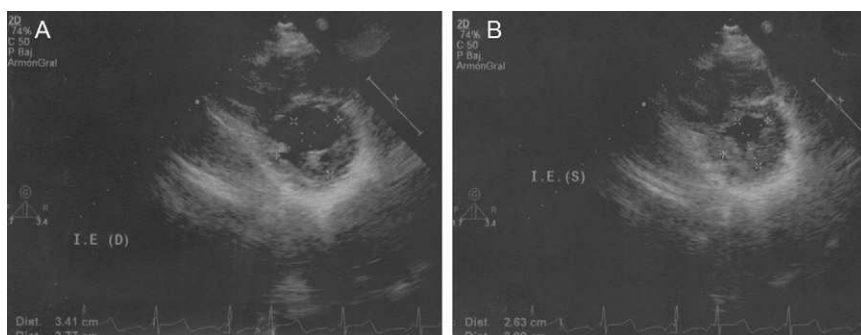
Ecocardiografía transtorácica en plano paraesternal de eje corto. Medición del índice de excentricidad del ventrículo izquierdo en diástole (A) y sístole (B).
